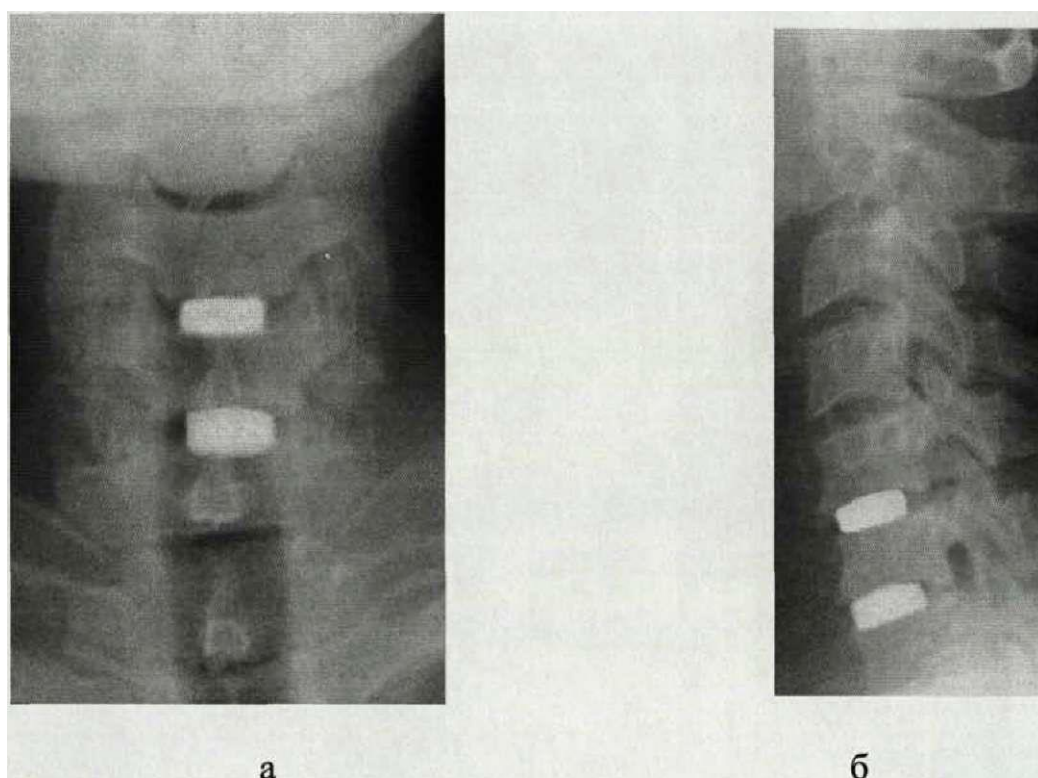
Рентгенологическая картина больного Ш. через 6 месяцев после операции: а - прямая проекция; б - боковая проекция.
